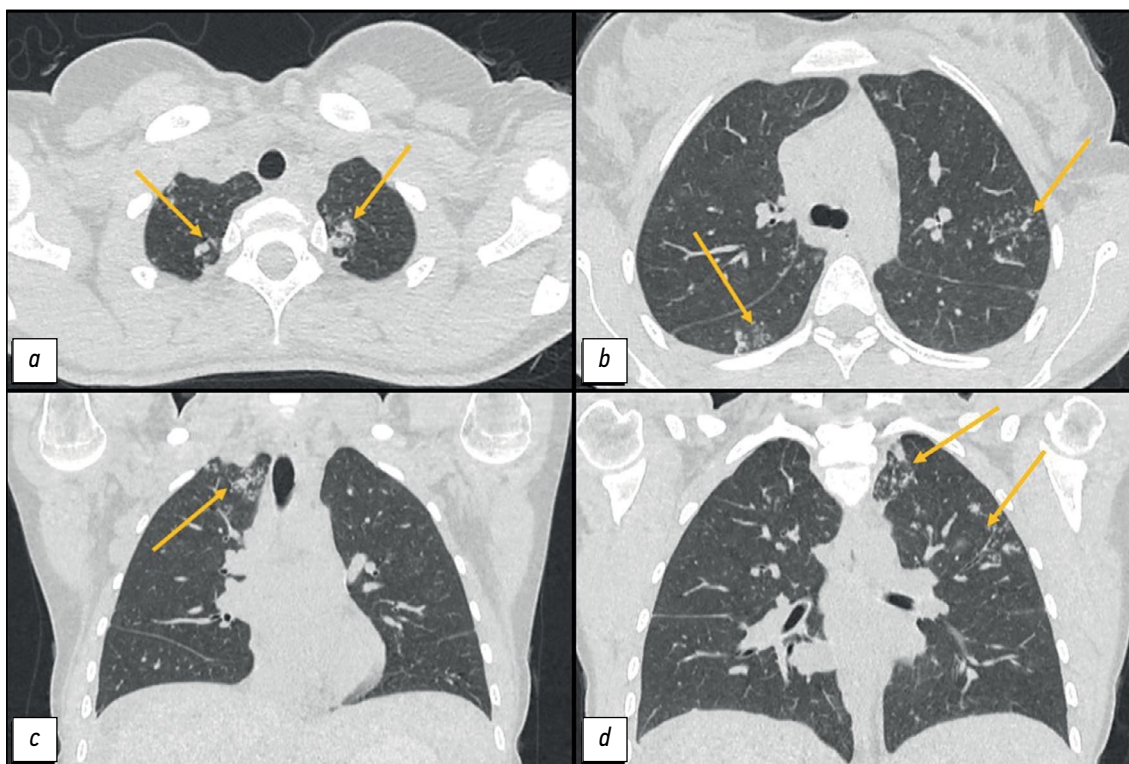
Компьютерная томография органов грудной клетки: *a, d* — аксиальная плоскость; *b, c* — корональная плоскость. Стрелками указаны перибронхиальные очаги, зоны консолидации в верхушках лёгких.
